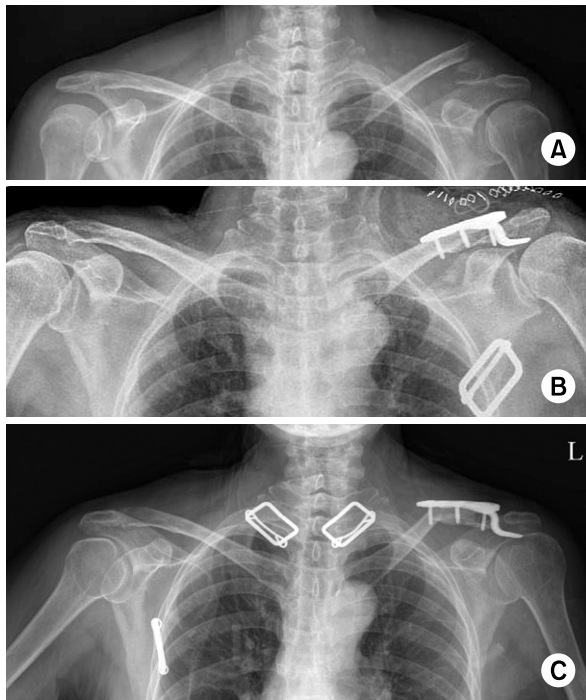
(A) Preoperative radiograph of the left shoulder of a 80 year old female shows distal clavicle fracture. (B) This is postoperative radiograph with Hook plate fixation. (C) At 1 months follow-up, radiograph shows clavicle shaft fracture. (D) At 6 months follow-up, the union of fracture site was found.
